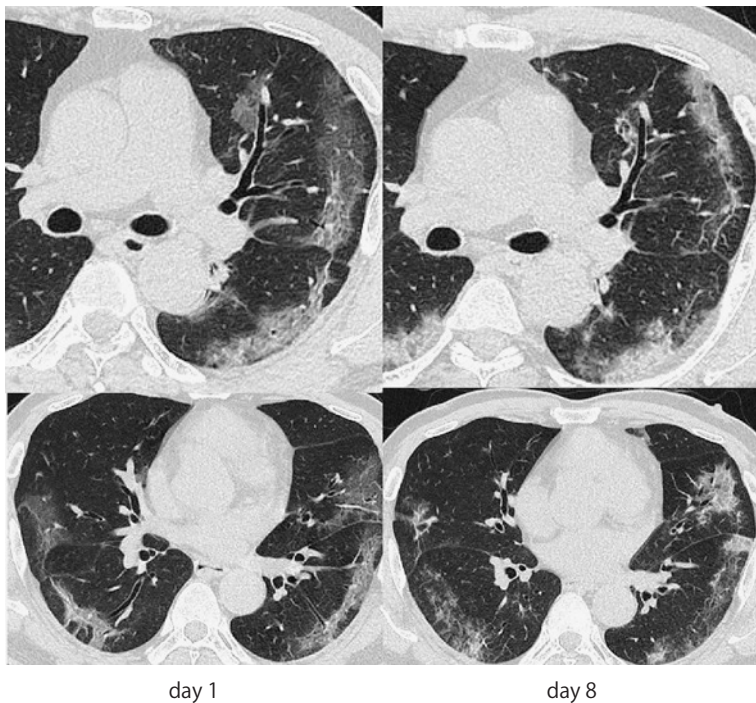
60歳代男性（中等症）の胸部CT所見の経時的変化
